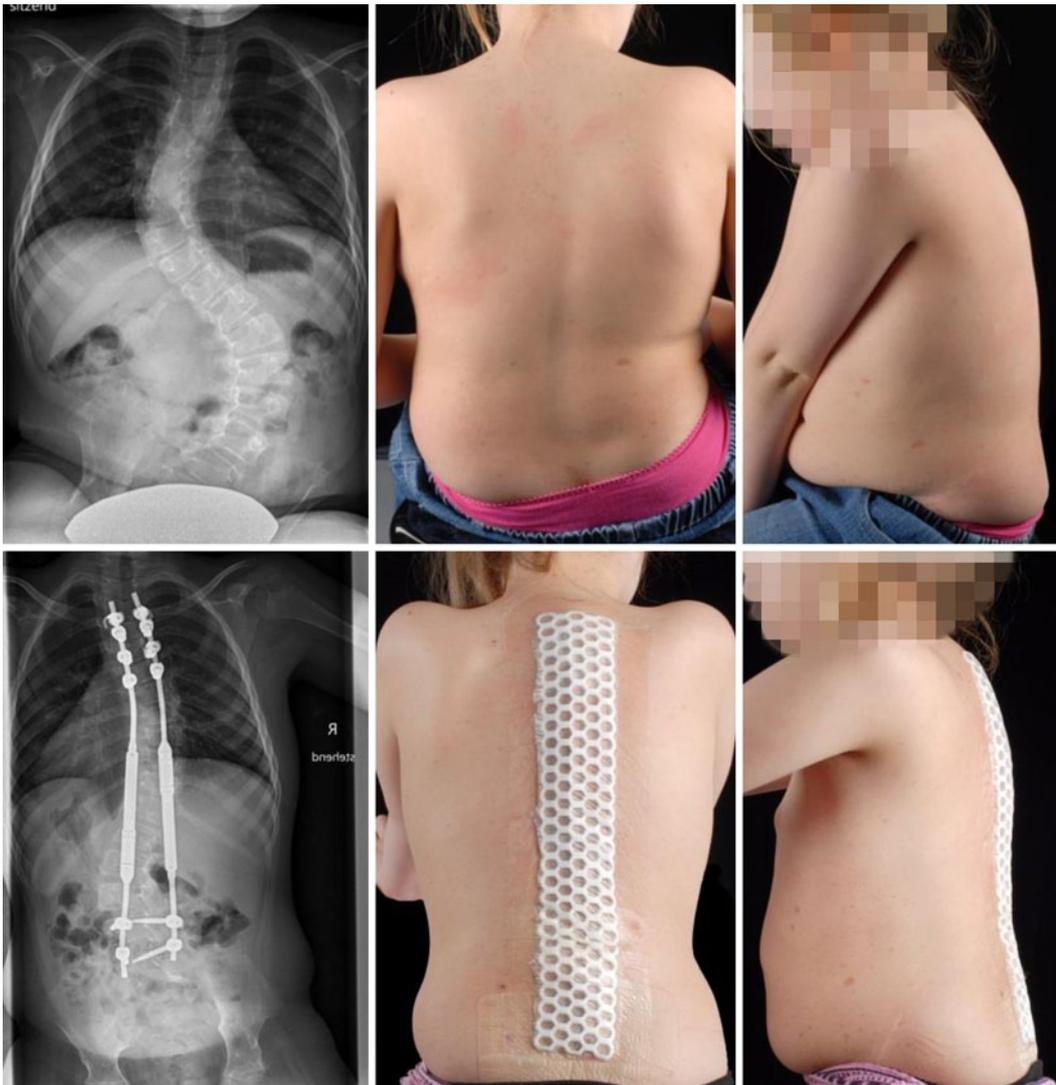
◀ Röntgenaufnahmen und klinische Bilder einer 7-jährigen Patientin mit kongenitaler Myopathie und Neurofibromatose Typ 1 vor (*oben*) und nach (*unten*) Implantation von motorisierten „growing rods“ (MAGEC®, Ellipse Technologies, Aliso Viejo/CA, USA)
